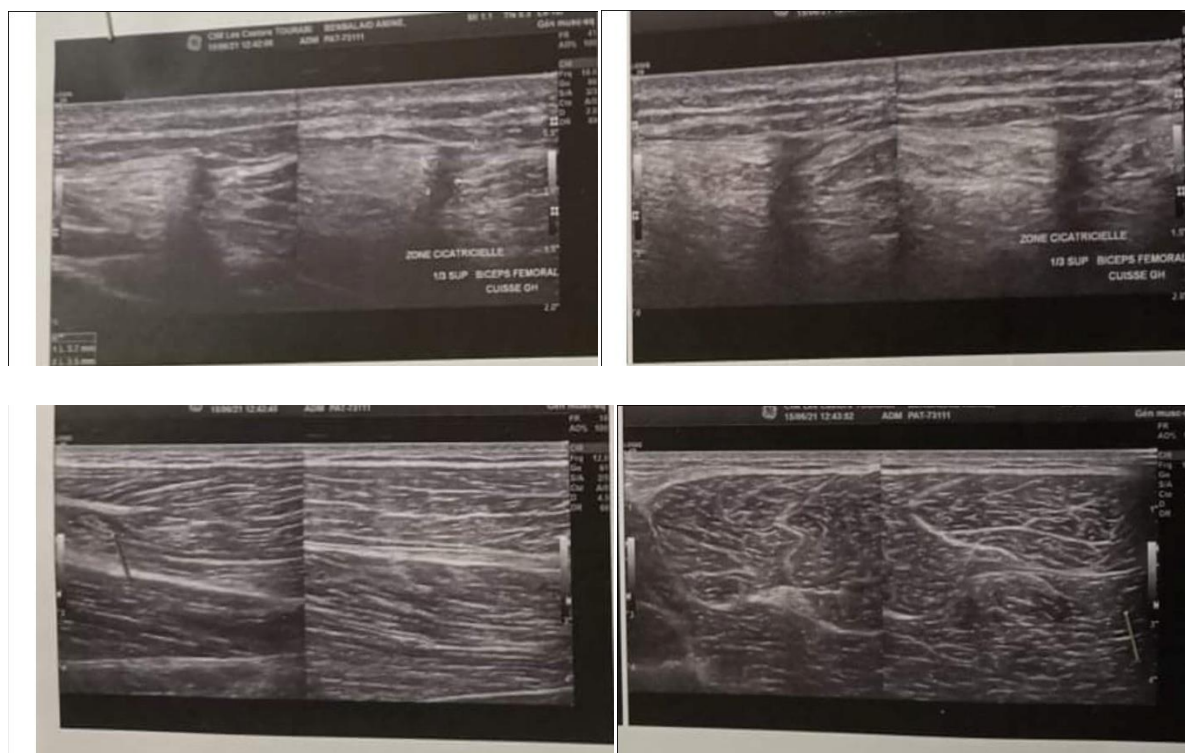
échographie de contrôle du sportif 03.
